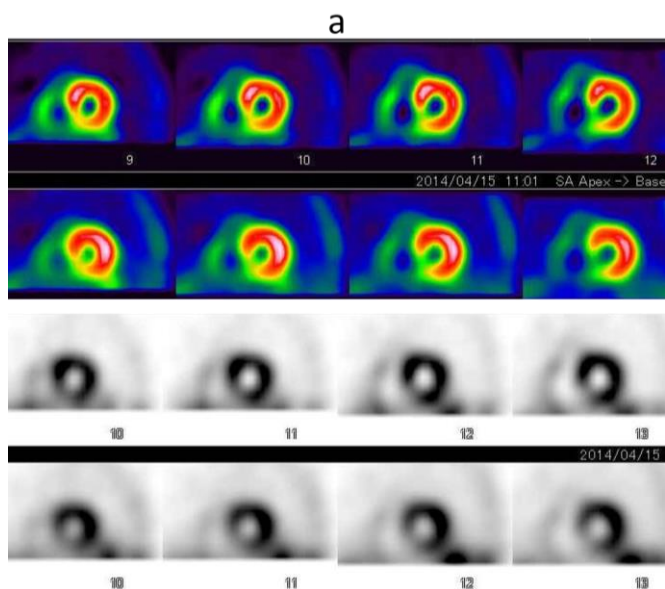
運動負荷心筋シンチグラフィ(Tc-99m製剤) 負荷時SPECT (いずれも 上段:SSPAC法による解析 下段:FBP法による解析)
